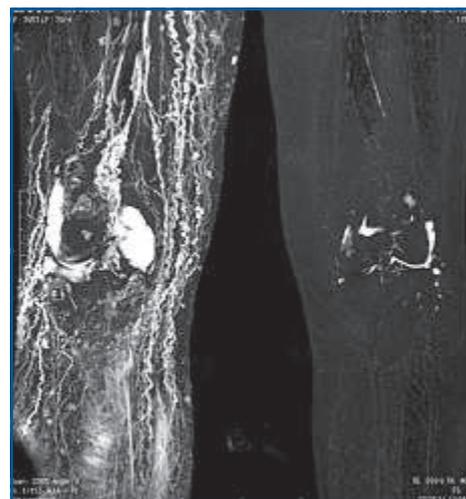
IRM lymphatique montrant l'hyperplasie canalaire.
